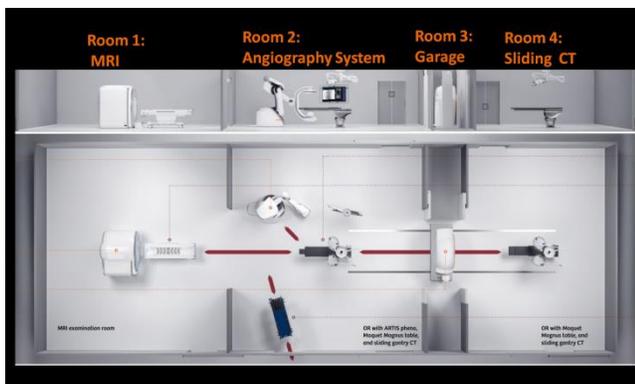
nexaris Angio-MR-CT (4room system)
